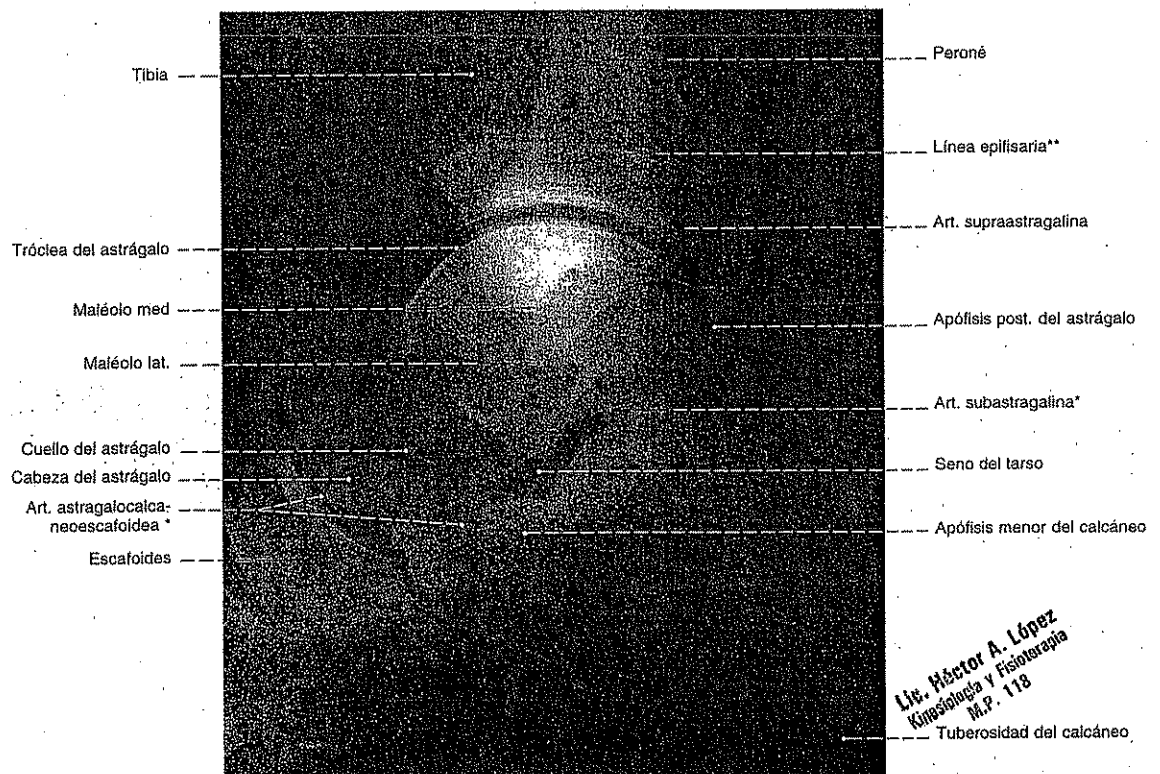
Radiografía lateral de la articulación tibiotalar y astragalocalcánea escafoidea en proyección en decúbito. El haz central se dirige al vértice de la tróclea del astrágalo.
